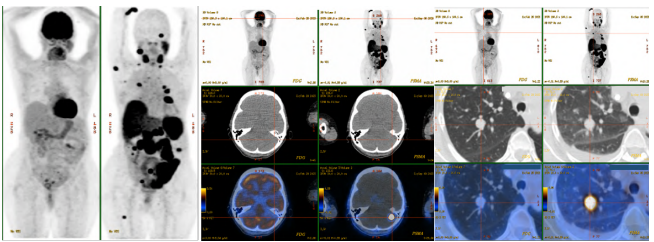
Imagens comparativas de PET/CT com [¹⁸F]FDG (direita) e PET/CT com [⁶⁸Ga]Ga-PSMA realizadas com intervalo de 7 meses entre ambas.
